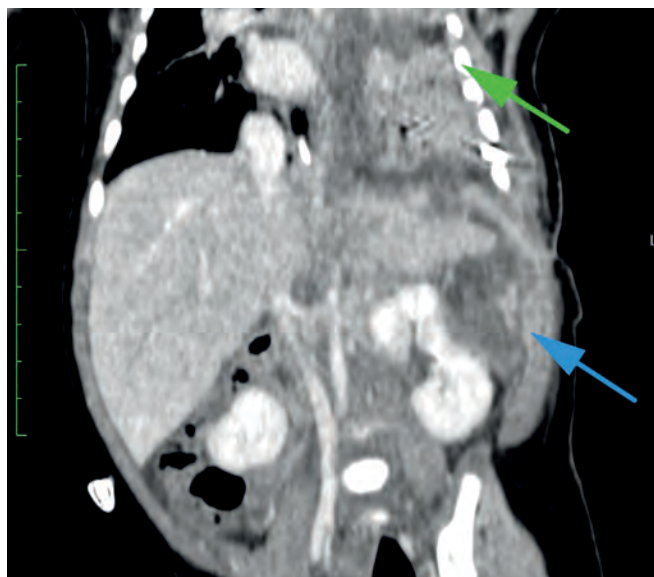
МСКТ ОГК и ОБП с внутривенным контрастированием, венозная фаза. Исследование в момент 1-й прогрессии. Синей стрелкой показана опухоль мягких тканей размерами до $45 \times 29 \times 45$ мм, объем — $30,5 \text{ см}^3$. Зеленой стрелкой отмечен осумкованный плеврит, ателектаз левого легкого
